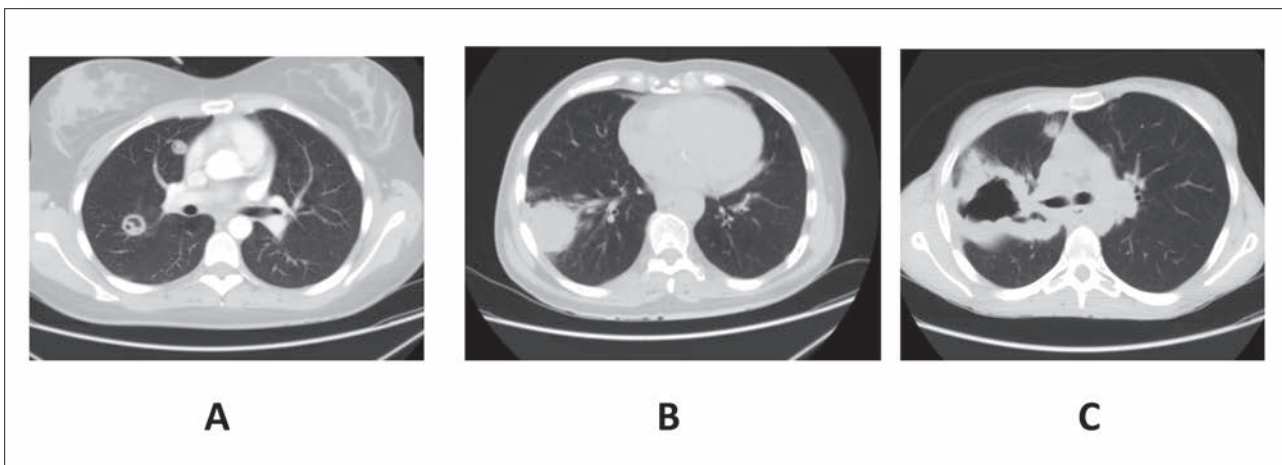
Granulomatosis con poliangeitis (Granulomatosis de Wegener). A: TAC torácico mostrando nódulos múltiples, alguno cavitado. B: Gran masa pulmonar sólida. C: Masa cavitada con paredes gruesas y anfractuosa.
